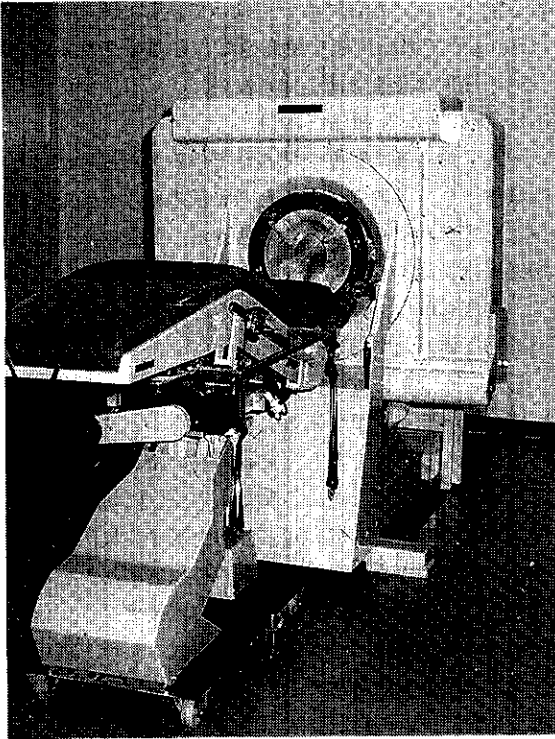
1975年日本に最初に導入されたX線CT-EMI Mark-I
